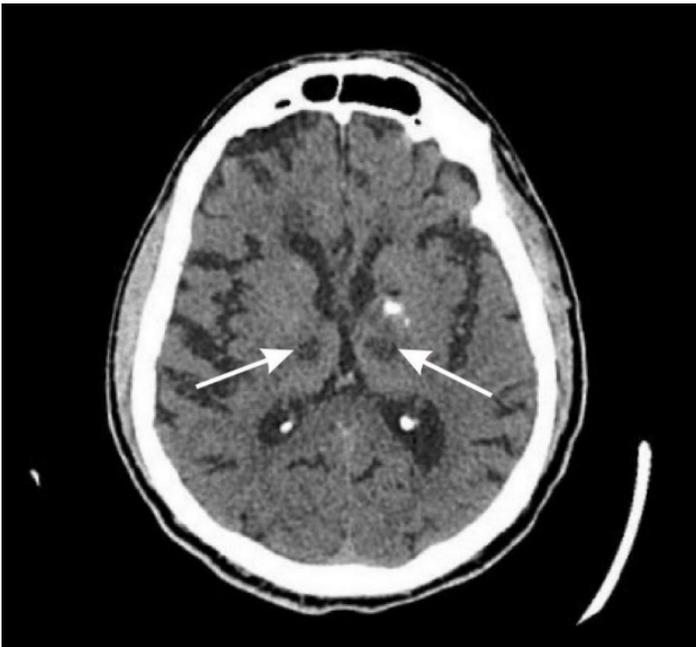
Tomografía Axial Computarizada Cerebral Simple de Paciente
